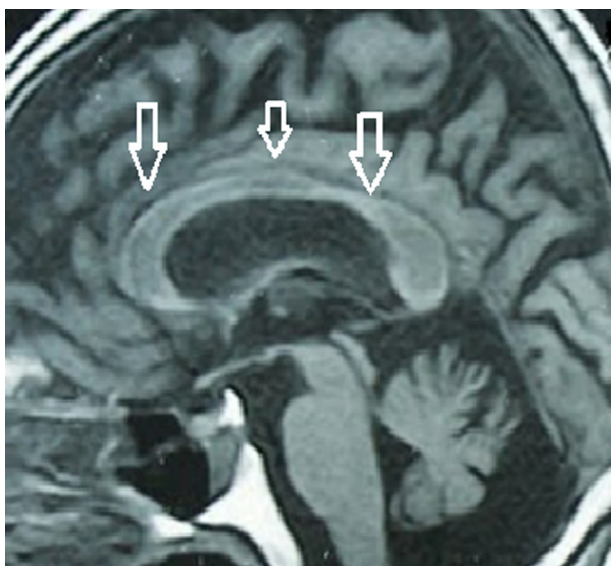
Resonancia magnética craneal que muestra la atrofia de todo el cuerpo calloso en toda su extensión, como muestran las flechas blancas; corresponde al paciente con el curso clínico crónico.
